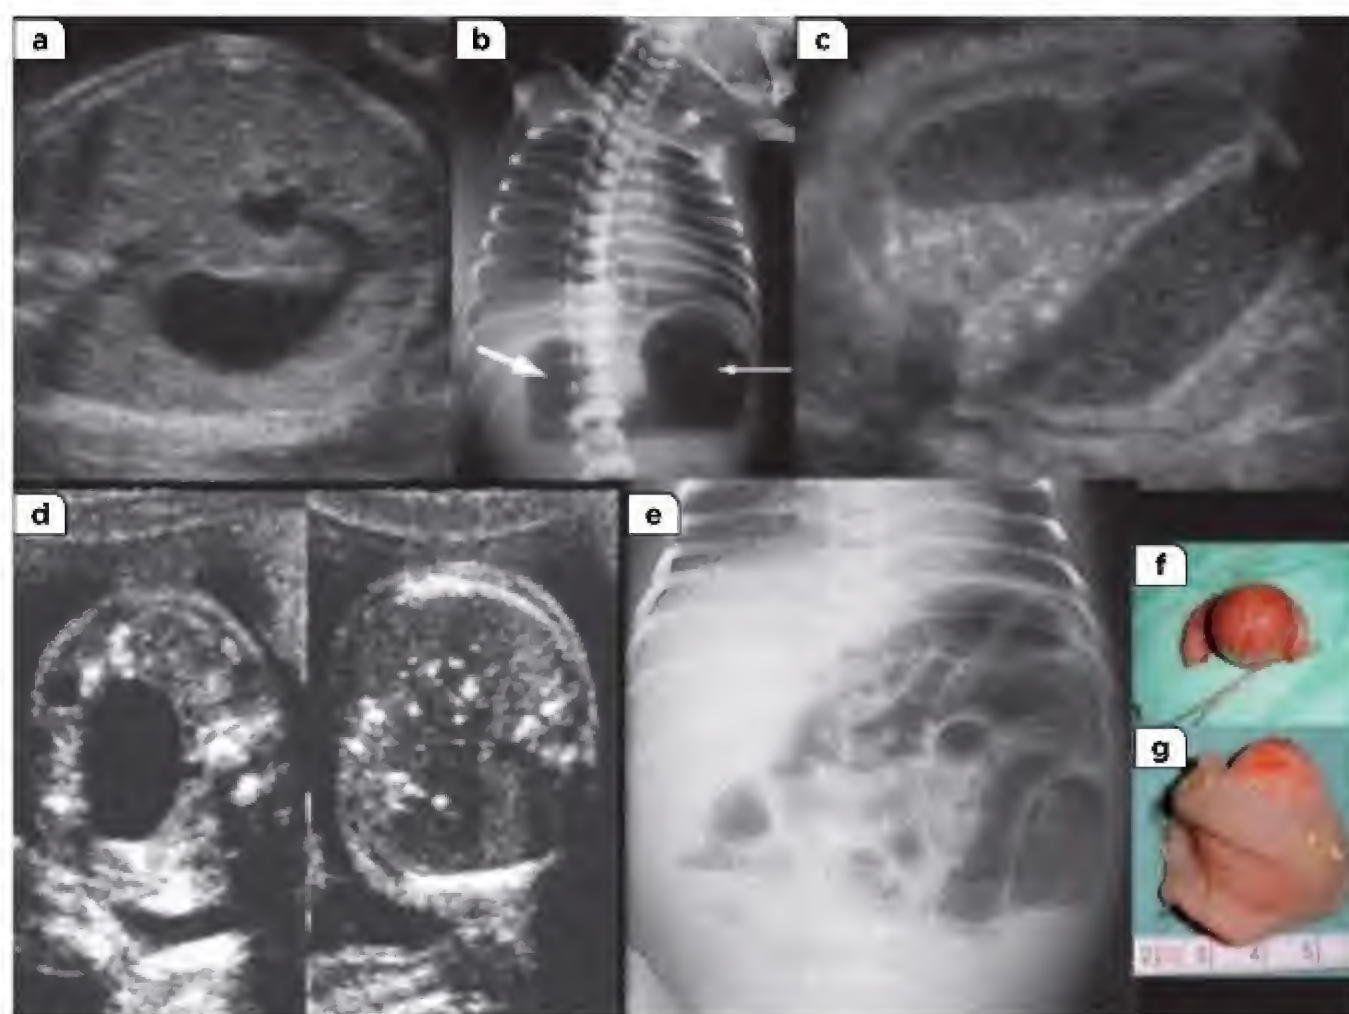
Aspect en double bulle typique d'une atrésie duodénale en échographie fœtale et sur une radiographie d'abdomen sans préparation (a et b, respectivement). Aspect de dilatation intestinale d'une atrésie du grêle en échographie fœtale (c). Aspect hyperéchogène de l'abdomen d'une péritonite méconiale en échographie fœtale (d). Aspect d'occlusion intestinale d'une atrésie du grêle sur une radiographie d'abdomen sans préparation (e). Pièce de résection d'une duplication de l'intestin grêle (f et g).
